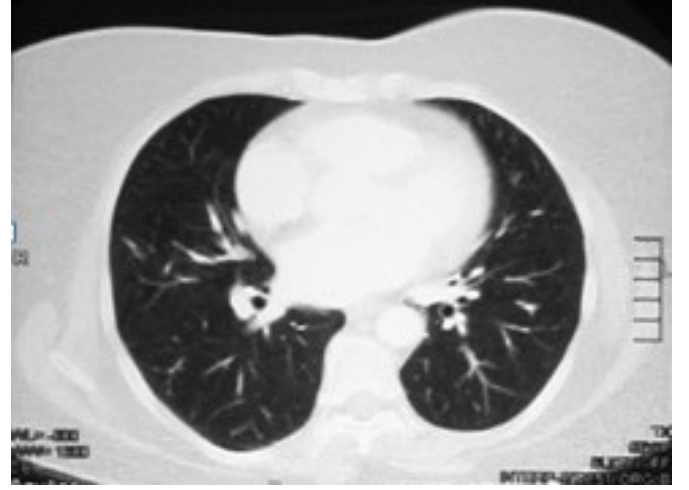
Toraks tomografisinde sağ intermediate ve orta lob bronşları içerisinde hiperdens oluşum, orta lob atelektazisi
